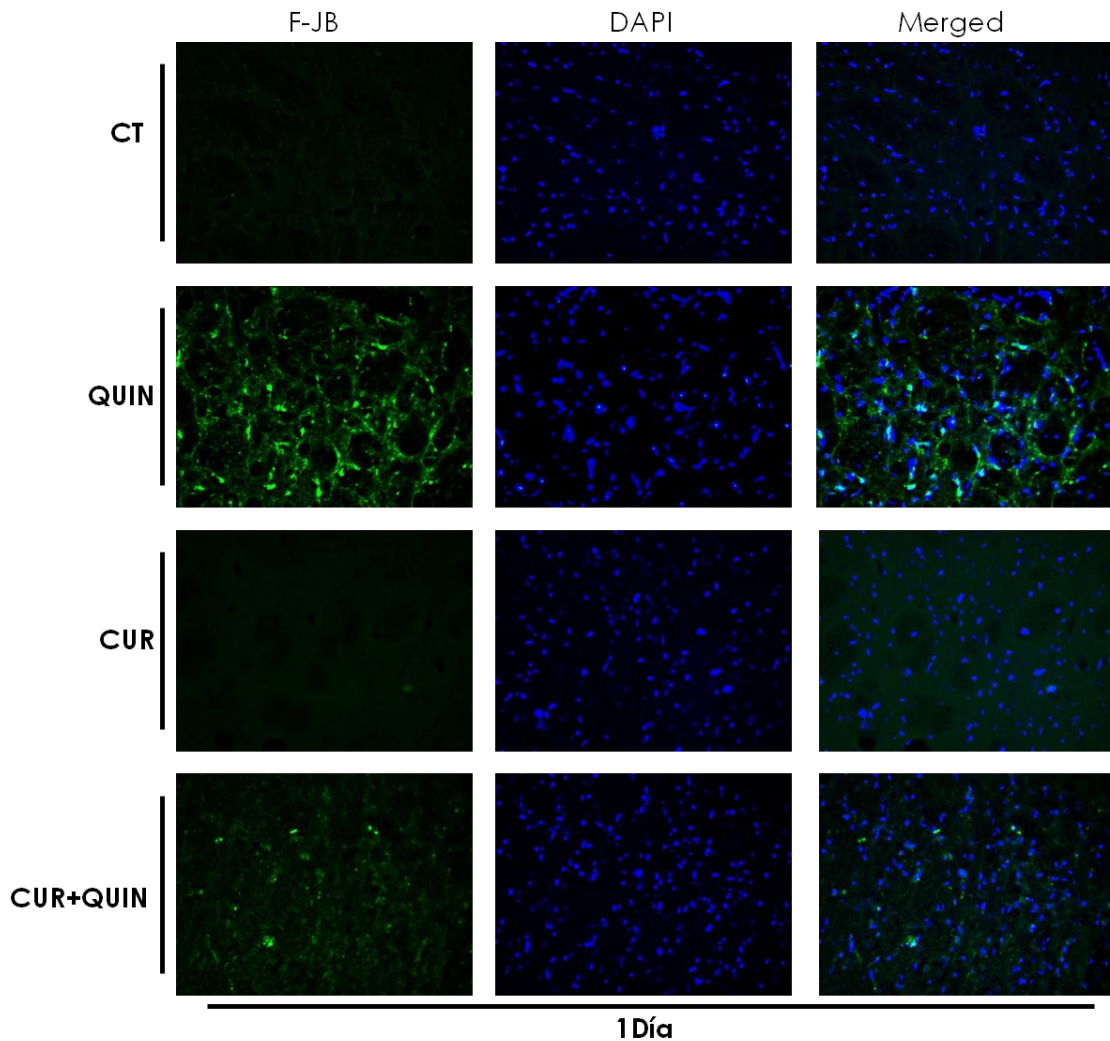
Efecto de la CUR sobre la neurodegeneración inducida por QUIN, 1 día post-lesión. Se muestran fotomicrografías representativas de cada grupo: CT: control, QUIN: ácido quinolínico; CUR: curcumina y CUR+QUIN: curcumina y ácido quinolínico; F-JB: fluoro-jade B, DAPI: diclorhidrato de 4',6-diamidino-2-fenilindol. En verde se presenta a las células positivas a F-JB y en azul la tinción de núcleos; la columna de la derecha es la co-localización de la observación con F-JB con DAPI.
